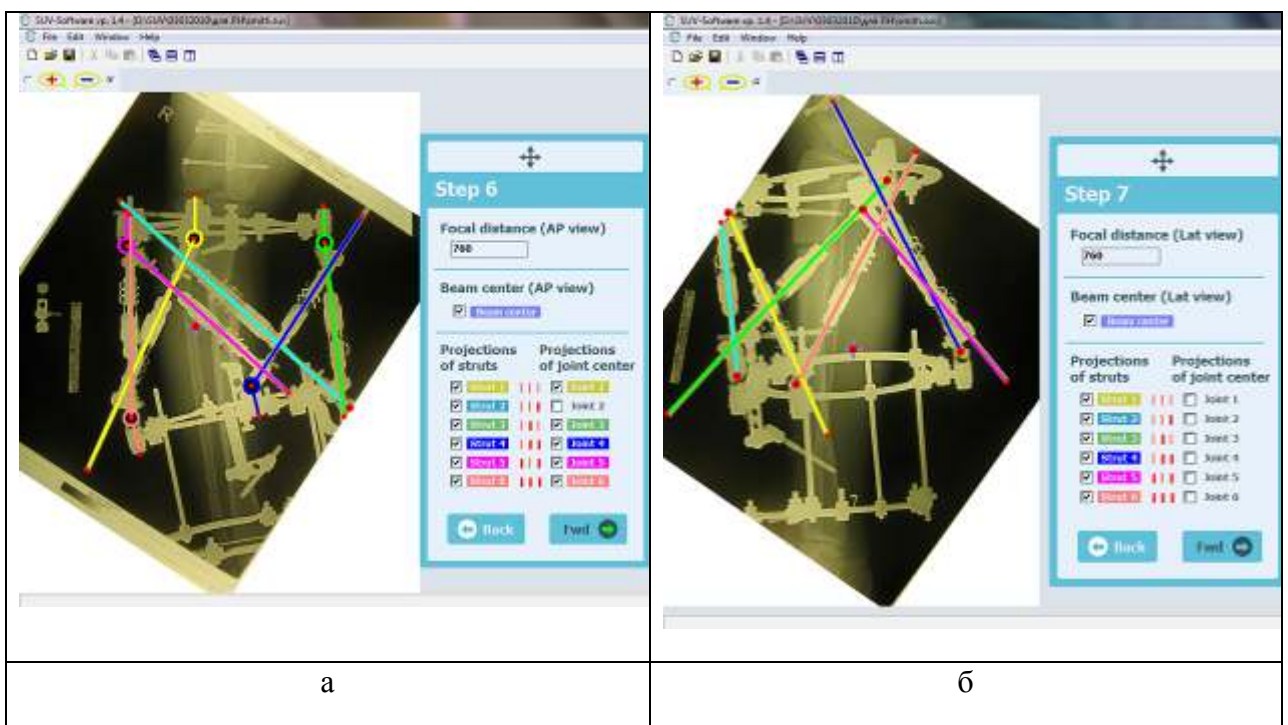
Вид окна программы: а - на шаге 6; б – на шаге 7. На рентгенограммах отмечены рентгенологические проекции каждой из страт
